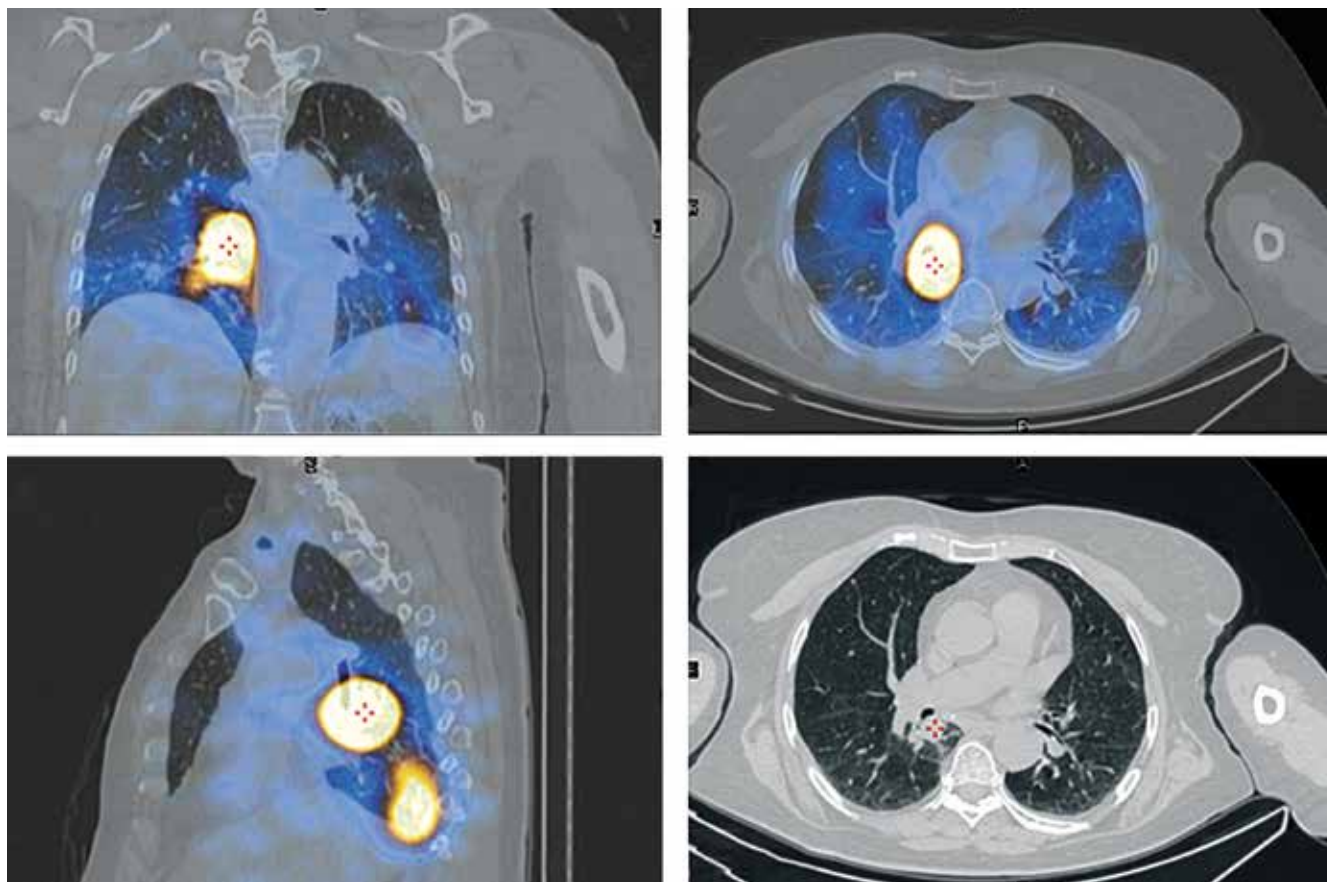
Однофотонная эмиссионная компьютерная томография, совмещенная с компьютерной томографией. Радиойод-положительные метастатические очаги в легких, наибольший – в сегменте S6 правого легкого
